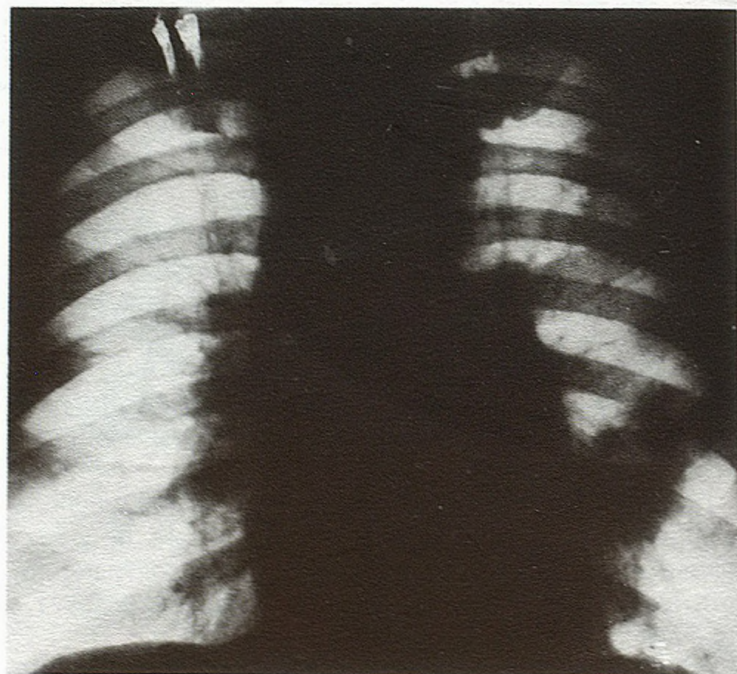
Рентгенограмма больного Н.
